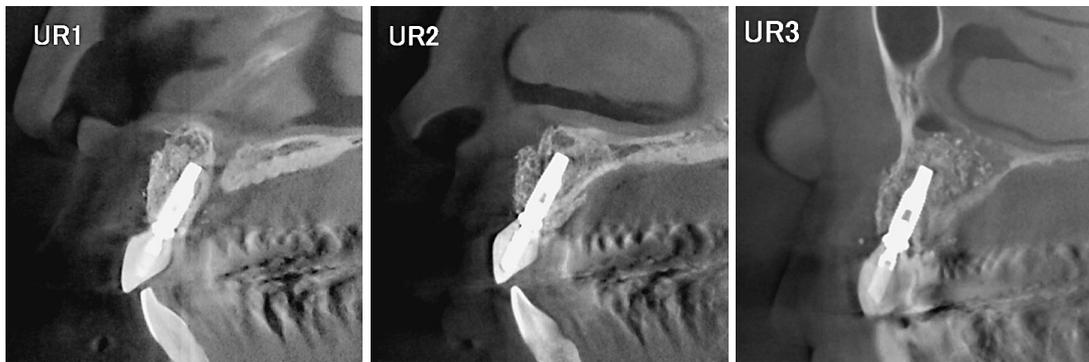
#11, 12, 13部のインプラント埋入後5年の状態をマイクロCT(3DX)にて撮影した。インプラント唇側には十分な厚みの歯槽骨が存在している。
